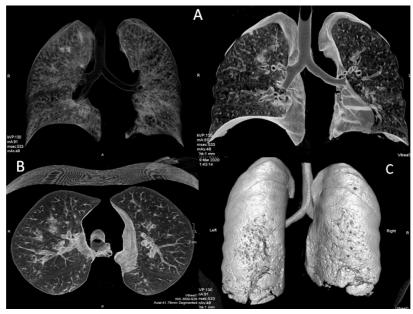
Компьютерная томограмма с 3D-реконструкцией легких.
